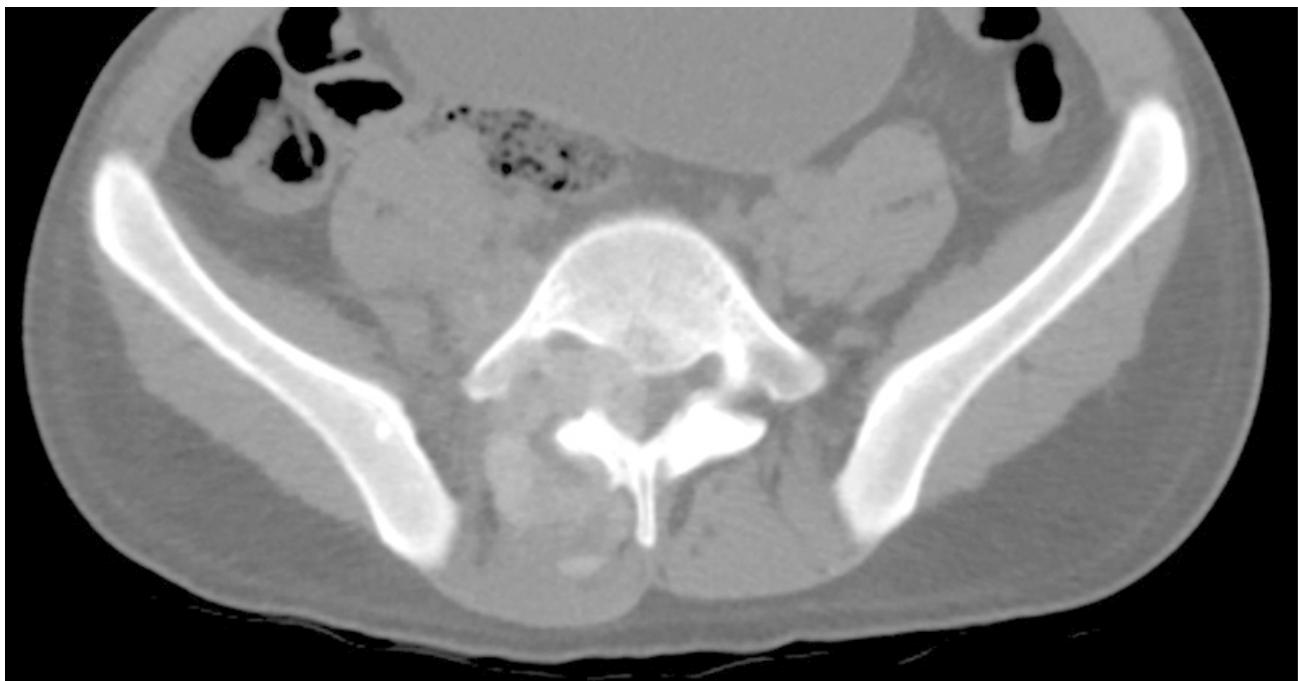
КТ: на уровне L5-S1 – гиперденсивная, частично кальцинированная мягкотканная масса, которая захватывает заднюю часть тела позвонка, расширяет правое нервальное отверстие и разрушает правый дугоотростчатый сустав. Источник: Jegapragasan M. et al. A case of tophaceous gout in the lumbar spine: a review of the literature and treatment recommendations. Evid Based Spine Care J. 2014;5(1):52–6.
